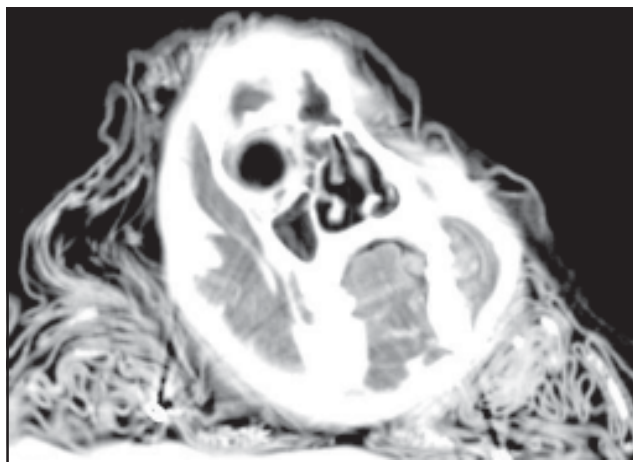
TC coronal de la cara de La Doncella que muestra engrosamiento mucoso en el seno maxilar derecho. Además se pueden ver las estructuras de la órbita homolateral. (Reproducida con autorización de Am J Roentgenol).
